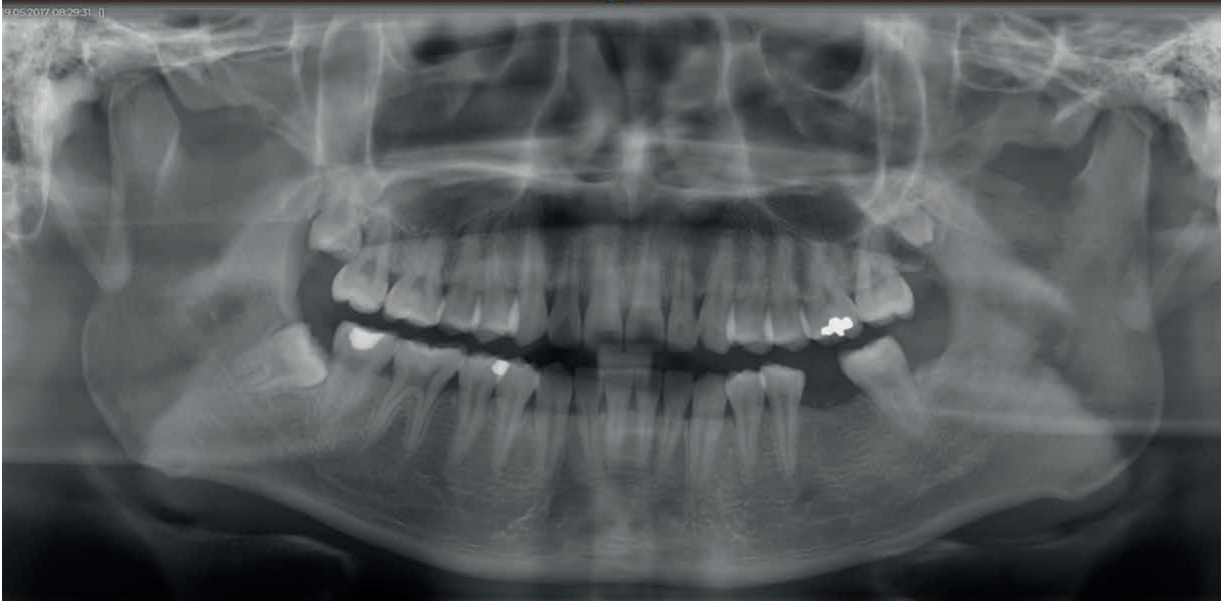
Panoramaröntgen von Patient 1: Osteolytische Bereiche am gesamten linken aufsteigenden Unterkieferast
